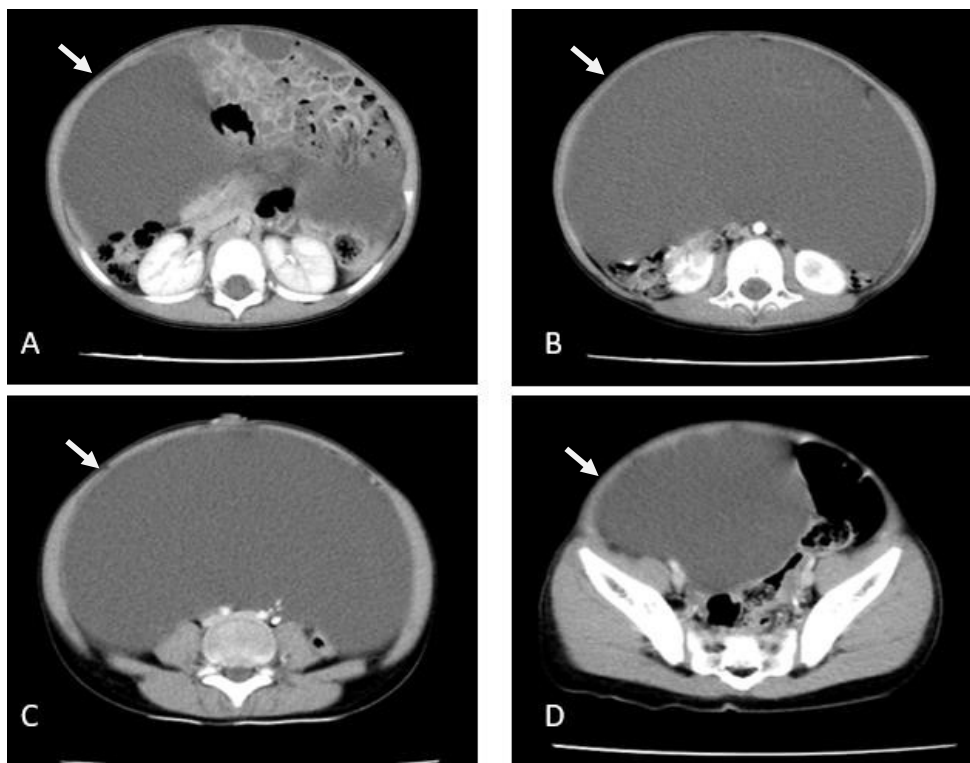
Tomografía computarizada de abdomen contrastada. Se observa lesión quística gigante con desplazamiento de asas intestinales. Las flechas señalan la lesión. Fuente: los autores.
